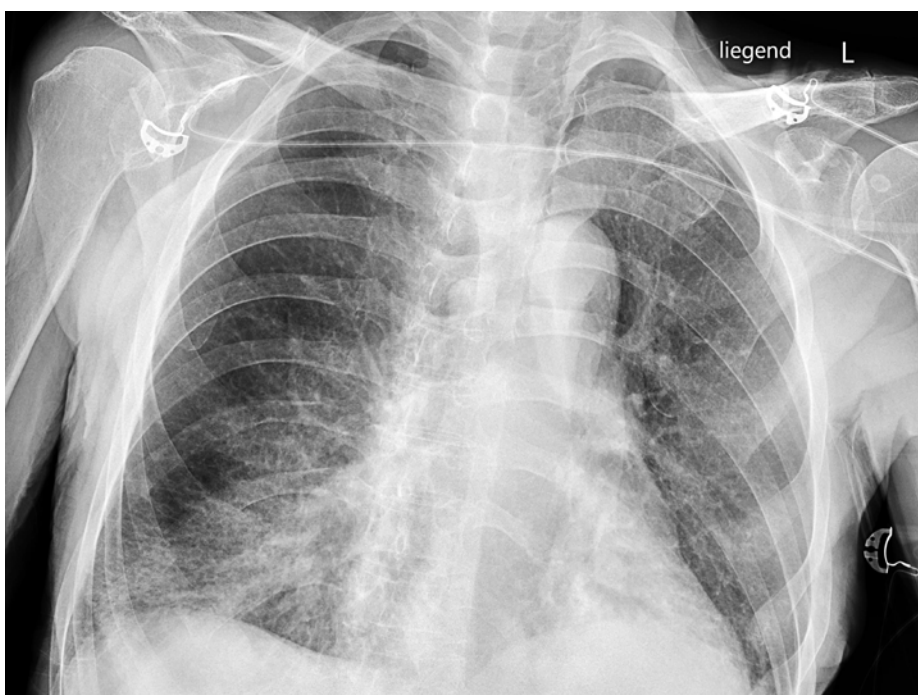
Radiographie du thorax en position allongée, incidence antéro-postérieure. Cliché à l'admission montrant des infiltrats dans les deux lobes inférieurs.
